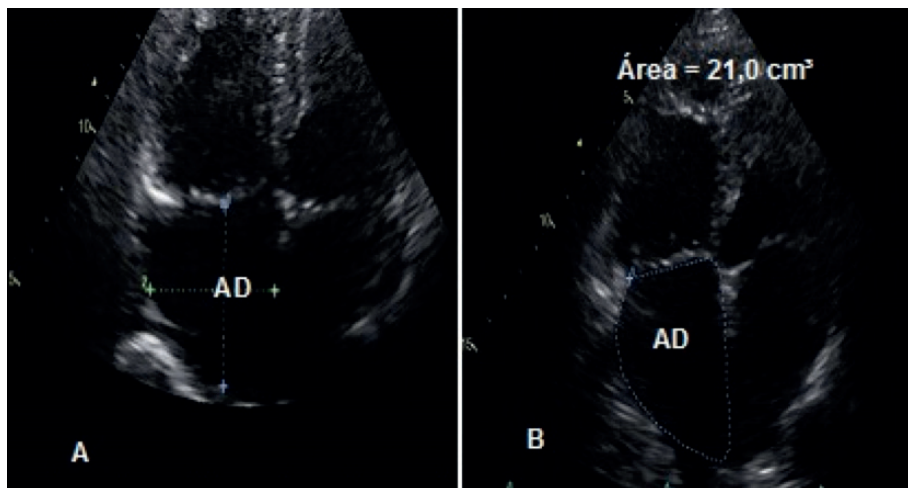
Medidas atriais. As ilustrações mostram as medidas atriais lineares (A) e as de área (B) segundo os critérios sugeridos pela Sociedade Americana de Ecocardiograma<sup>34</sup>
